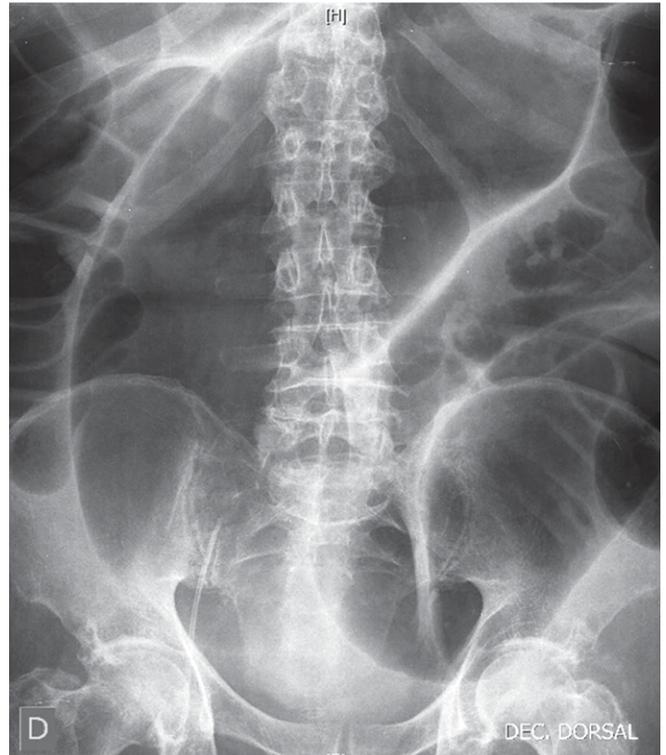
Radiografia abdominal com distensão colónica marcada, com cerca de 15 cm de maior diâmetro.
